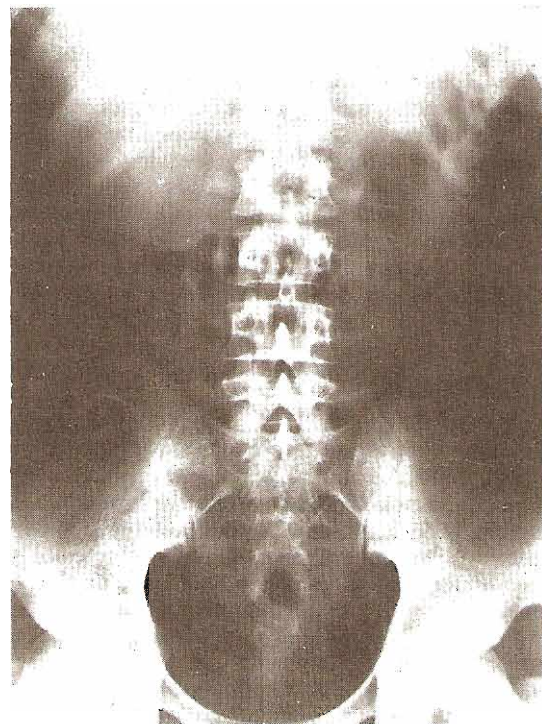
Radiografía simple normal del abdomen (RUV). Placa representativa, calidad técnica usual y preparación intestinal promedio del paciente. Los riñones están poco delineados por la pequeña cantidad de grasa perinéfrica. Varón delgado sano, de 22 años, con dolor de espalda.
